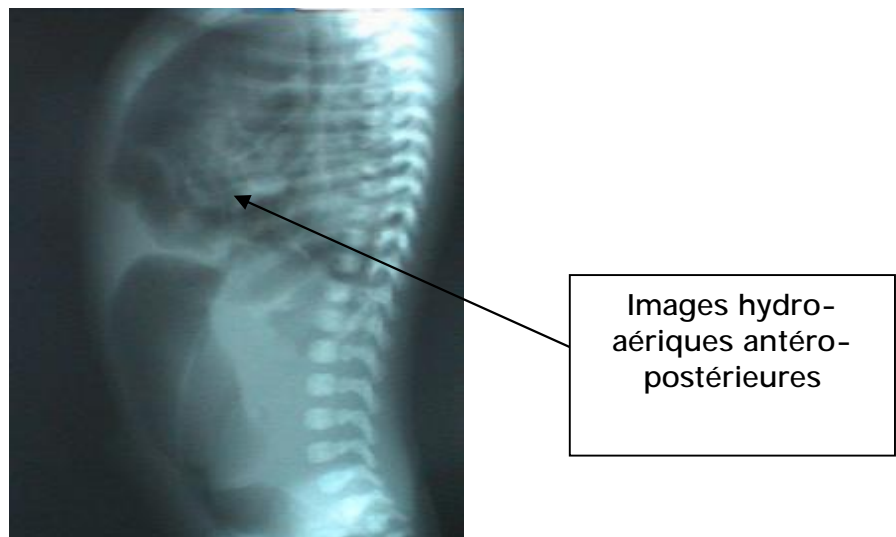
Série Bouayad [99]. Radiographie thoraco-abdominale, incidence de profil
